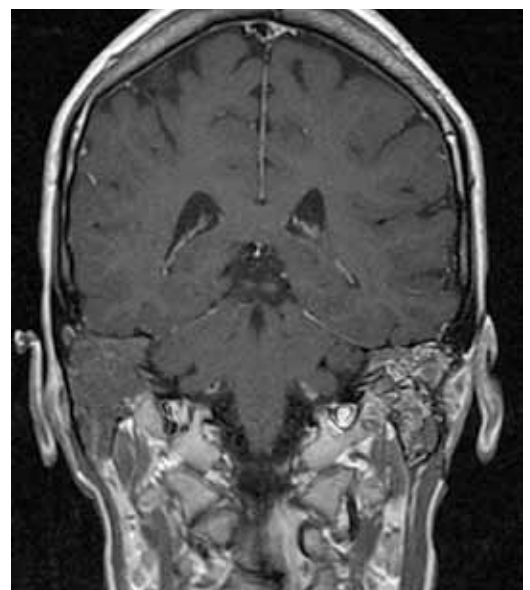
RESSONÂNCIA MAGNÉTICA APÓS 6 MESES DE TRATAMENTO
